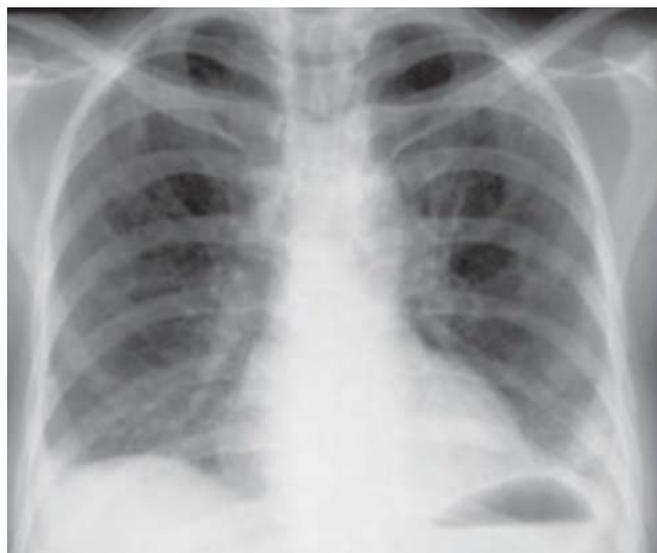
Radiografia de tórax com padrão reticular nas metades inferiores.
